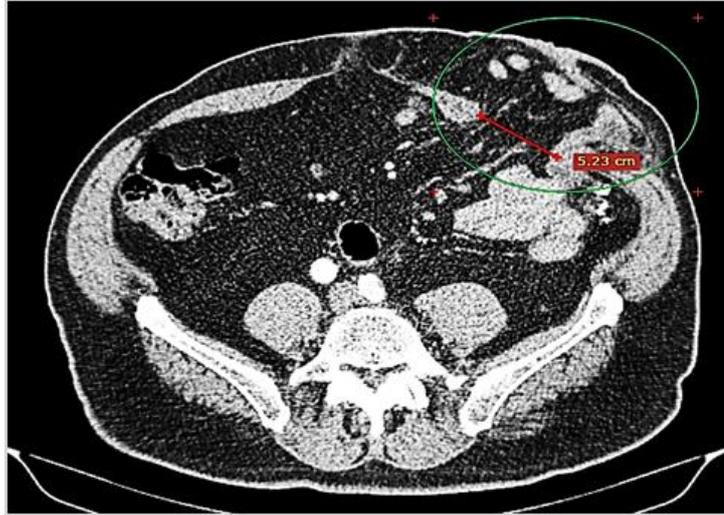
КТ-томограмма пациента D. перед операцией
